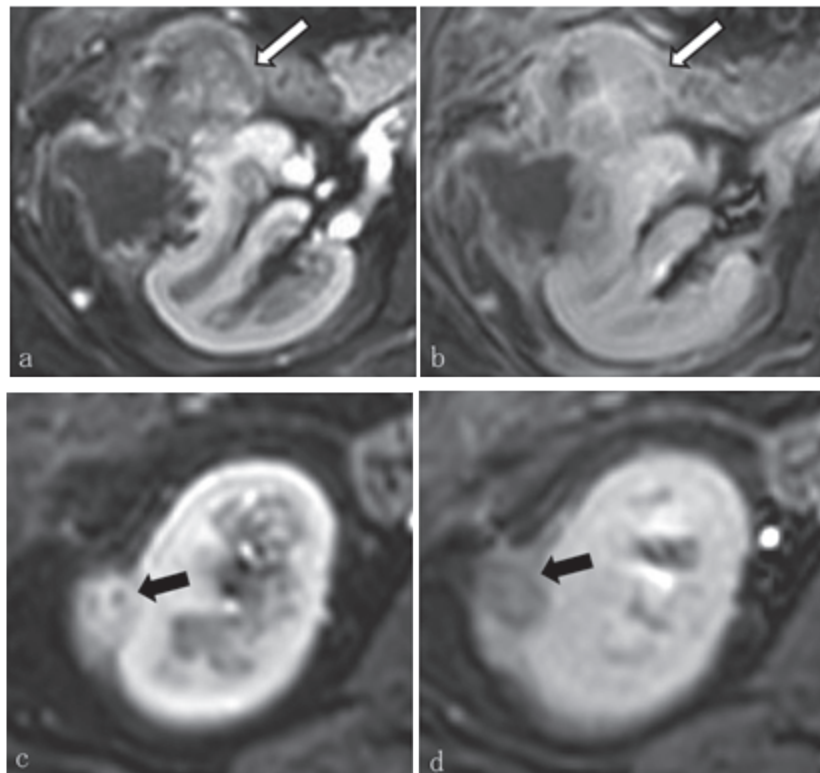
腹部MRI 脂肪抑制造影 T1 強調横断像, dynamic study 上段 右腎中部レベル (a: 早期相, b: 後期相) 下段 腎下部レベル (c: 早期相, d: 後期相)
